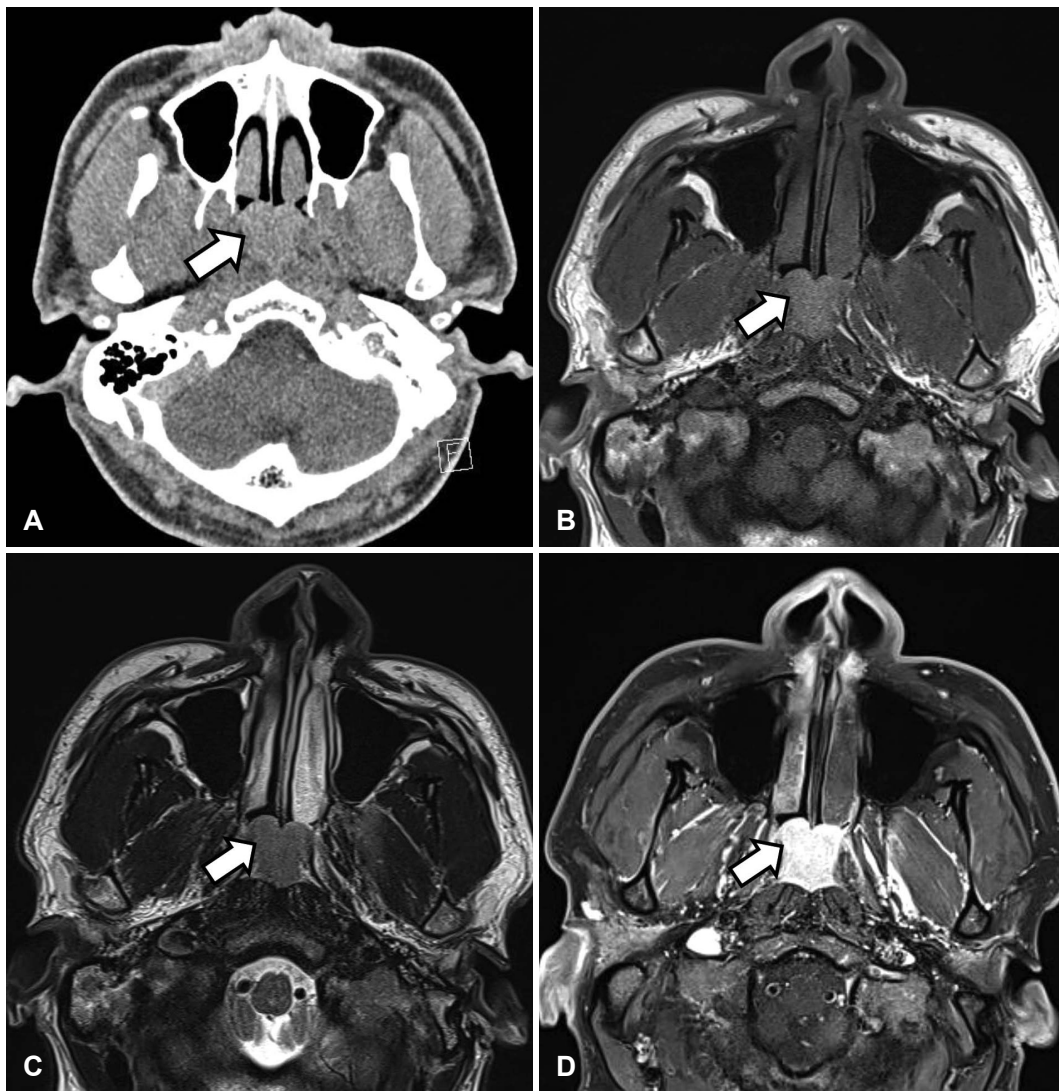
Preoperative imaging study of the nasopharyngeal lesion. A: Contrast-enhanced CT image shows about 2.5 cm enhancing mass (arrow). B: MRI T1 weighted image shows well-defined hyperintensity mass (arrow). C: MRI T2 weighted image shows well-defined mass with high-signal intensity (arrow). D: MRI T1-enhanced image shows homogenous enhancing mass (arrow).
